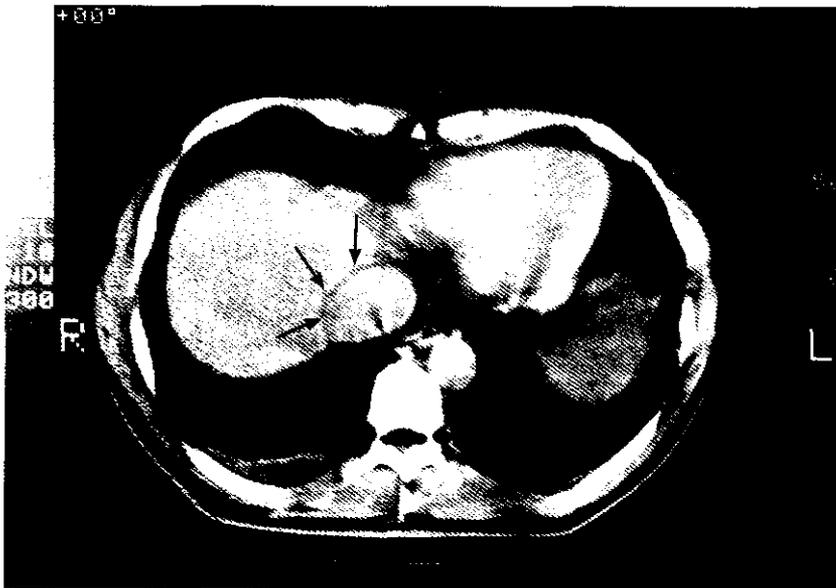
TAC abdominal, con trombo de la cava hepática que confiere una cierta confusión debido a la misma densidad del trombo con el parénquima hepático.
